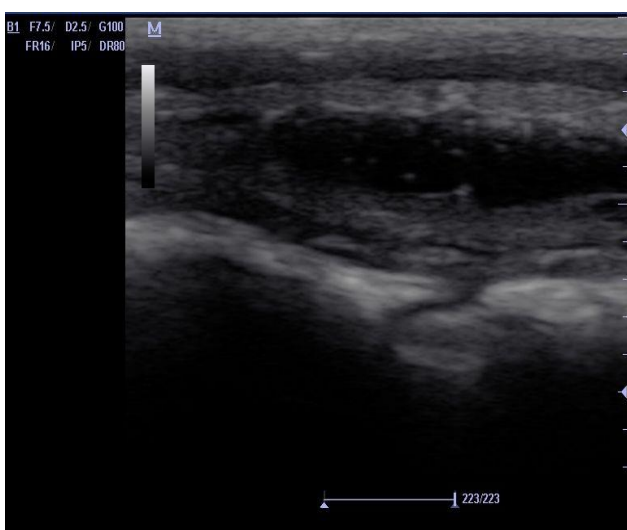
Первая серия, опыт №2. УЗИ модели «остаточной» полости.
